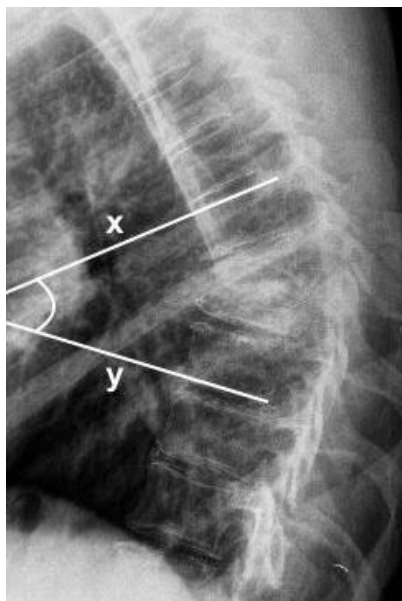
Imagem de radiografia em perfil da coluna torácica. A cifose segmentar foi obtida através da intersecção de linhas, na região anterior aos corpos vertebrais, formadas pela placa terminal superior da vértebra superior (x) e da placa terminal inferior da vértebra inferior (y) no segmento afetado. Fonte: SAME - Santa Casa de São Paulo.
